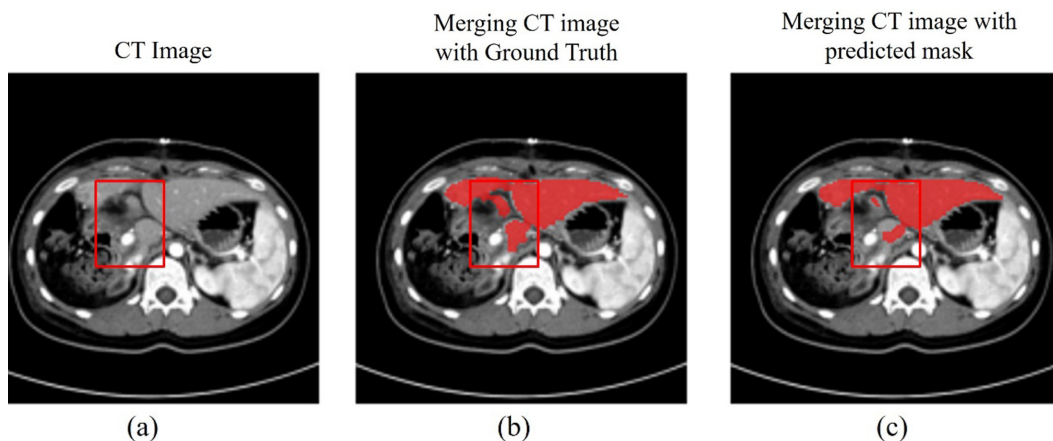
수술 후 7일 뒤의 간 분할 결과. CT에서 간 분할 성능을 저하시킬 수 있는 거친 형태의 잔존 간 표면(박스)
